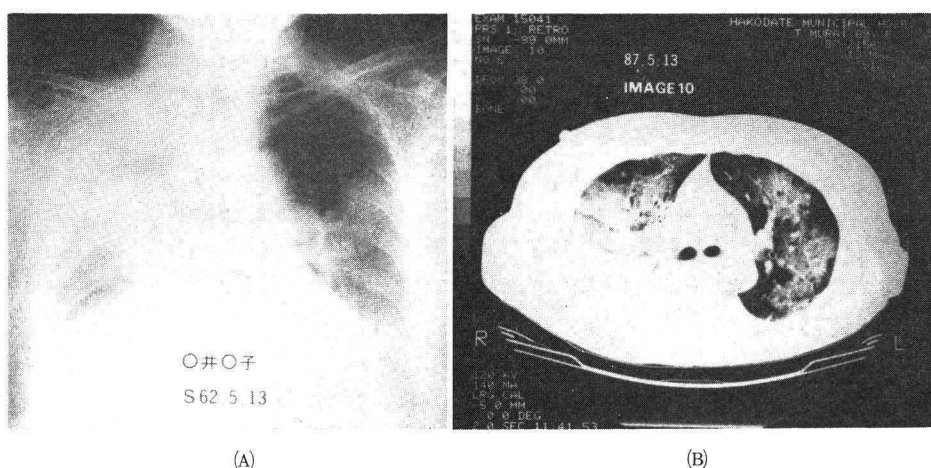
ICU 入室直前の胸部単純X線写真 (A) と肺 CT (B)
